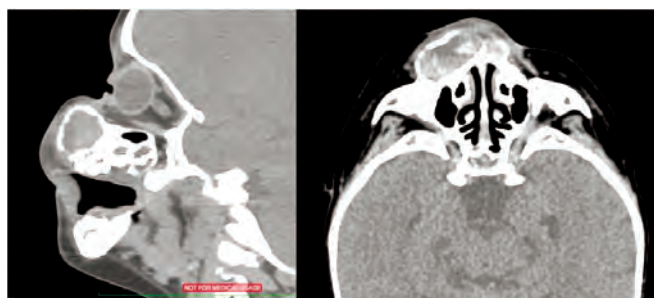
КТ пациента с псевдоопухолью верхней челюсти
